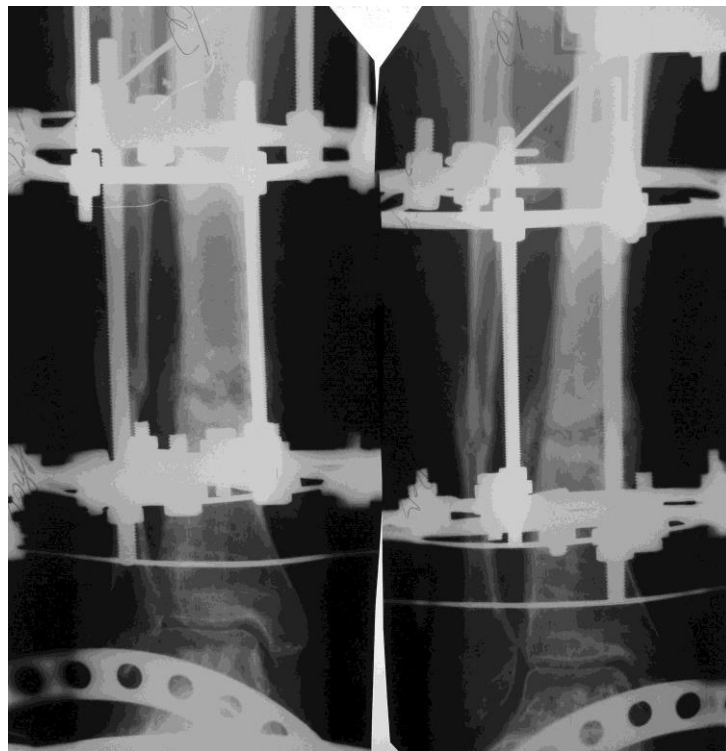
Фото рентгенограм. Кісткова пластика спонгіозним аутотрансплантатом зони нормотрофічного хибного суглобу великогомілкової кістки на фоні ГГЦ та мутації 786-CC eNOS (а); через 12,5 міс. після операції (б).
